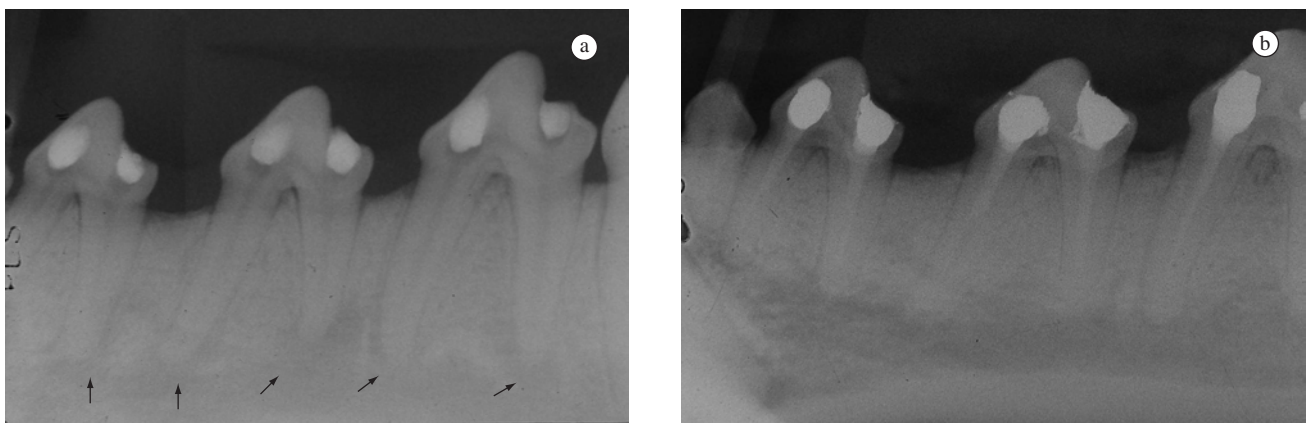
Grupo III – a) Radiografia periapical mostrando as áreas da lesão periapical induzida experimentalmente (setas); e b) Radiografia 180 dias após o tratamento, mostrando a regressão total das lesões.
